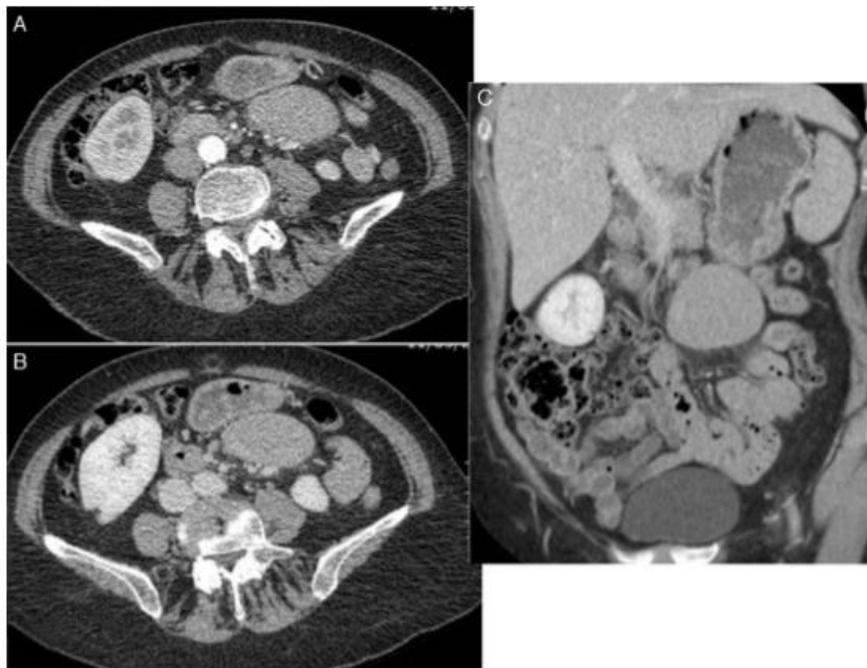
TC de abdomen y pelvis. A) Imagen axial en fase arterial. B) Imagen axial en fase venosa. C) Imagen corona en fase venosa, se ve una masa localizada en el mesenterio de 6.5 x 3.8 cm, bien definida, homogénea e hiperdensa, se pueden asociar adenopatías adyacentes aumentadas de tamaño.
